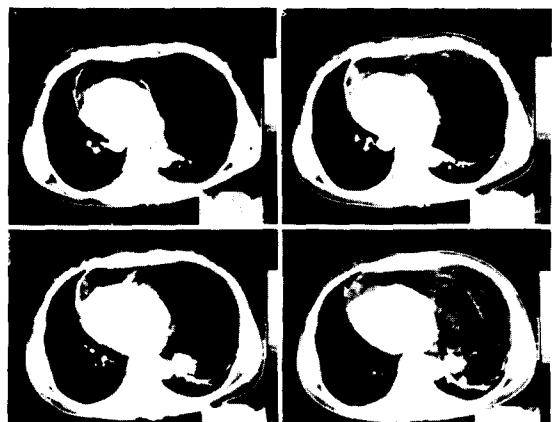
전산화 단층 촬영 사진. 저밀도인 거대한 종괴가 심장의 전방부와 좌측 폐야를 거의 차지하고 있으며, 성상의 석회화 음영들을 볼 수 있다.
